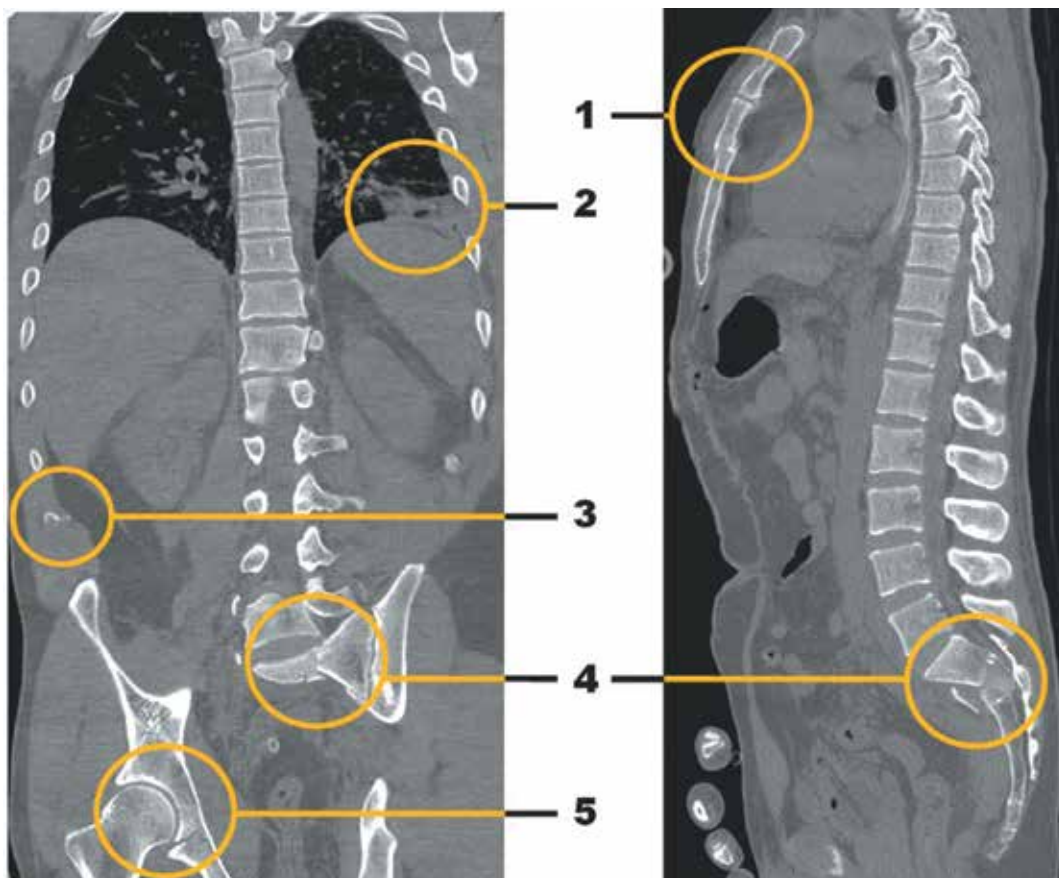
Автополитравма. Фронтальная и сагиттальная компьютерные томограммы, полученные при одномоментном нативном сканировании трех анатомических областей – груди, живота и таза
